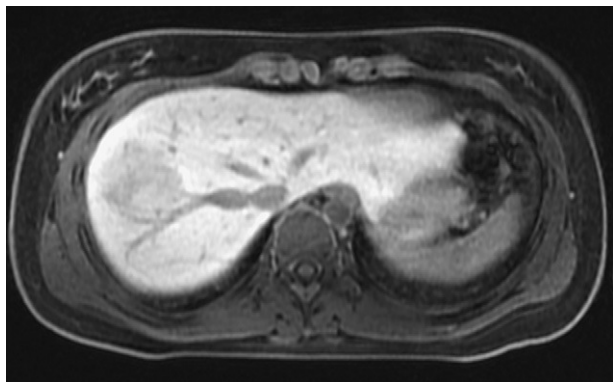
RM hepática: se aprecia el contacto con la VHD.
